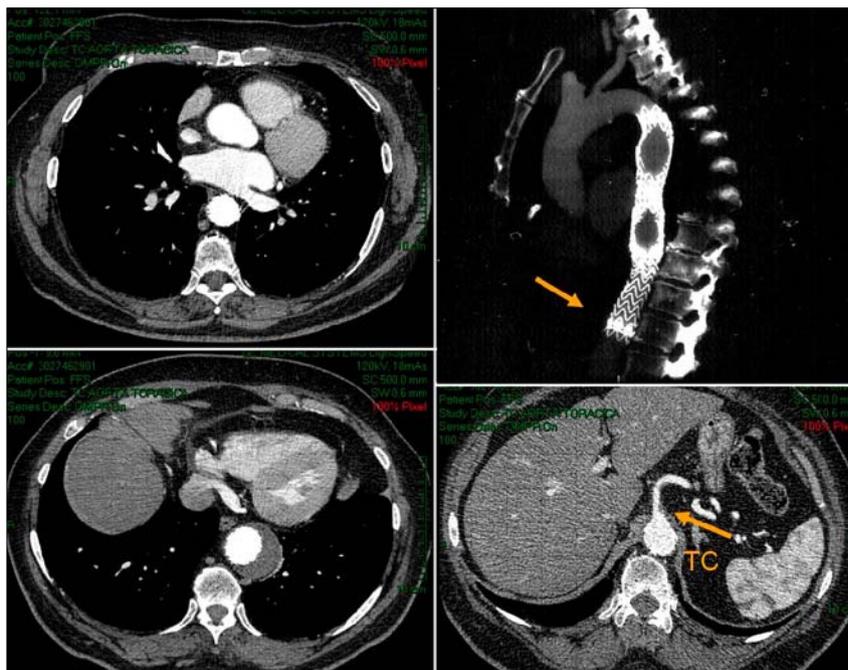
Angio-TC a los 12 meses de la intervención, en la que se observa la exclusión del aneurisma torácico y la permeabilidad del tronco celiaco. (Flecha: origen del tronco celiaco; TC: tronco celiaco).
